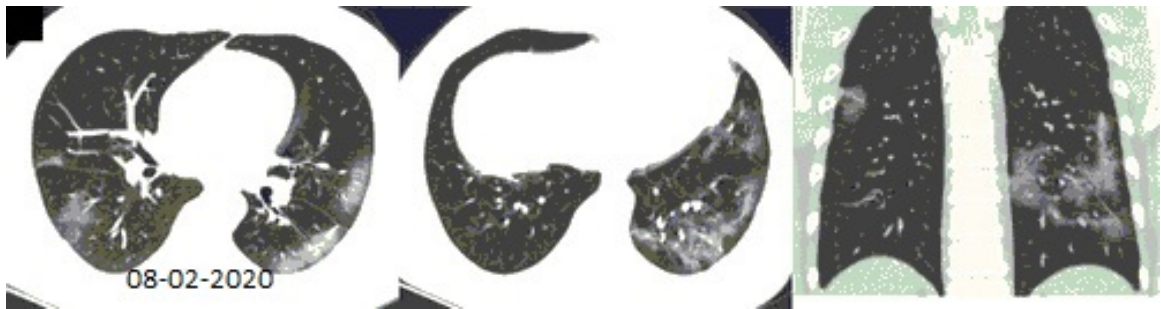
Images de tomodensitométrie (TDM) thoracique chez un homme de 34 ans ayant de la fièvre pendant 4 jours. Un résultat positif du test de RT-PCR pour le SARS-Cov-2 [5]
